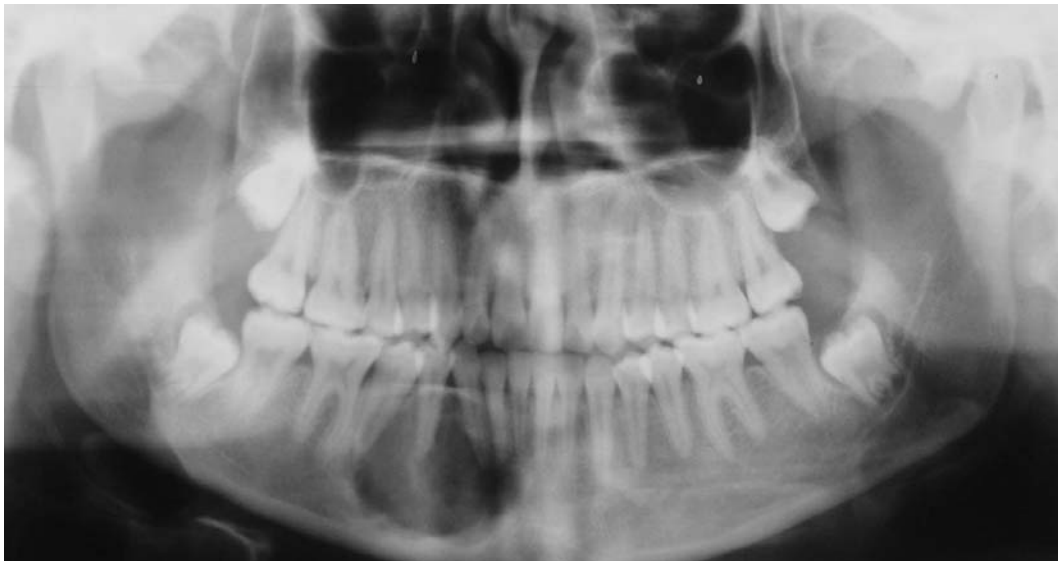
Radiografía panorámica después del tratamiento de triamcinolona intralesional, obsérvese el cambio de radiólucides de la zona afectada, 3 meses después.
